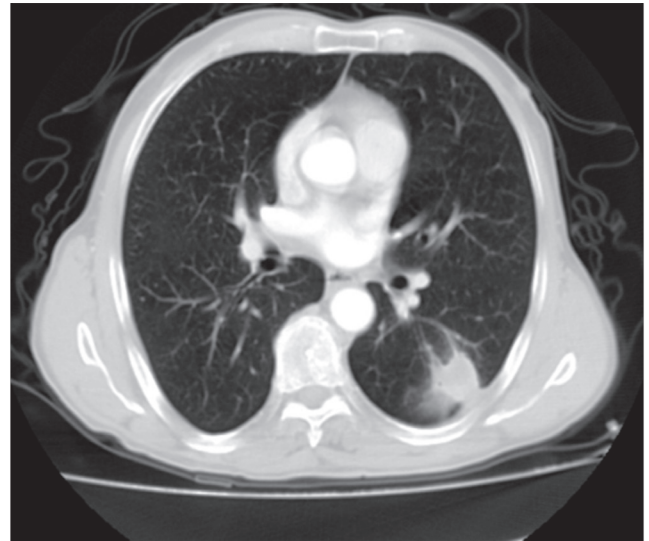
Thoracic computed tomography
